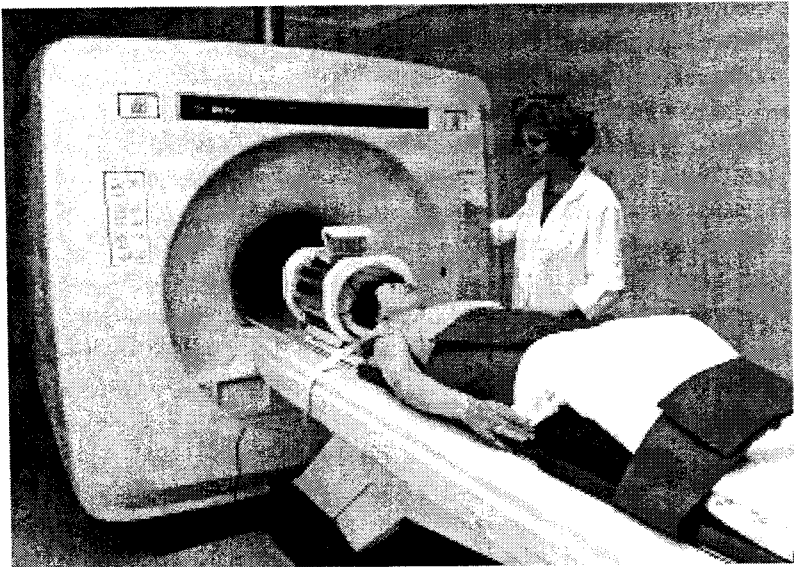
Проведення томографічного обстеження.
